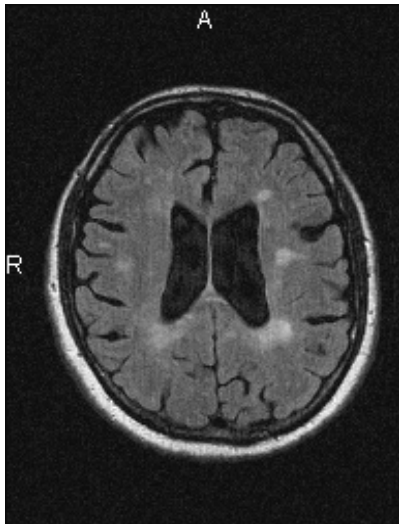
MRT-Befund eines 39-jährigen Patienten mit RRMS (EDSS 4,0). 14 Jahre nach der Erstmanifestation zeigen sich in der FLAIR-gewichteten Aufnahme multiple periventrikuläre und juxtakortikale Marklagerläsionen und eine Atrophie, gekennzeichnet durch eine Erweiterung der Seitenventrikel und Prominenz der Hirnfurchen.
